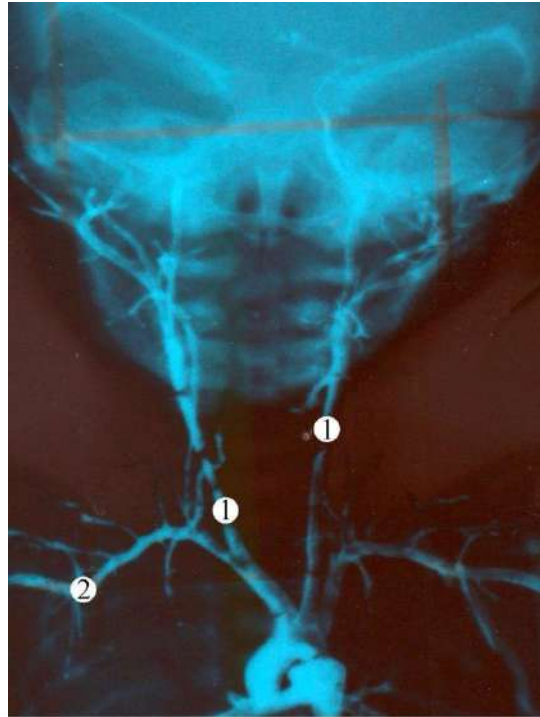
Рентгенограма голови та шиї плода 320,0 мм ТПД.
